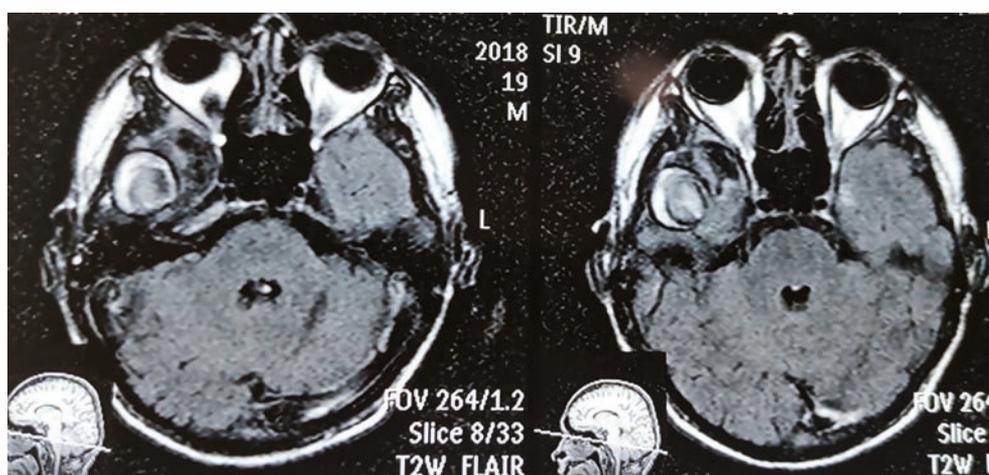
Пациент К. МРТ-картина через 2,5 месяца после черепно-мозговой травмы
